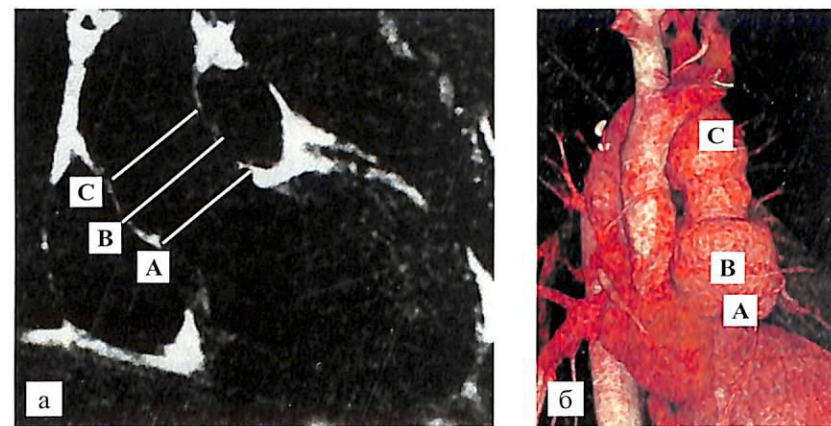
Компьютерная томография: а – пациент Ф., 21 год после операции (А – фиброзное кольцо АК – 50 мм, В – синусы Вальсальвы – 55 мм, С – синотубулярное соединение – 49 мм); б – пациентка А., 5 лет после операции (А – фиброзное кольцо – 26 мм, В – синусы Вальсальвы – 47 мм, С – восходящий отдел аорты – 37 мм)
